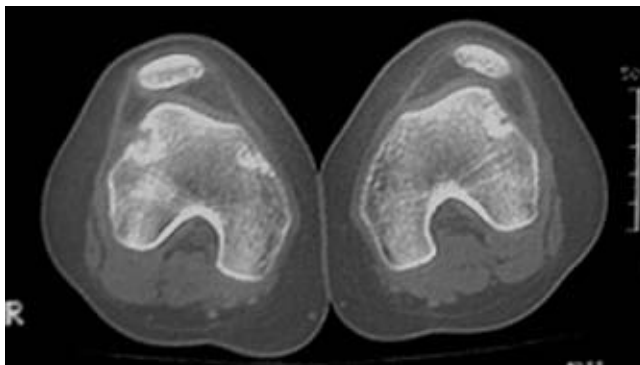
TAC de rodillas que muestra el aspecto externo de las rótulas.
